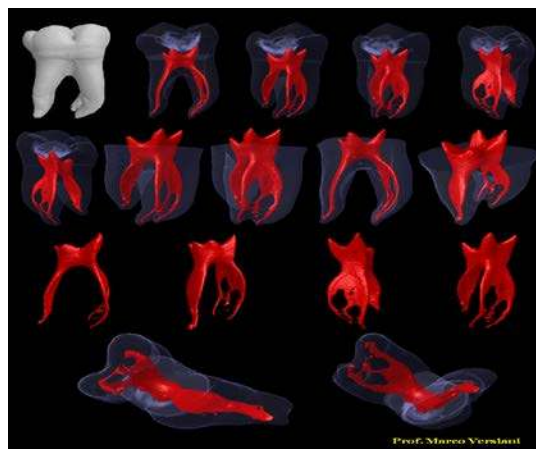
Variedad de imágenes brindadas por tomógrafo cone beam.
